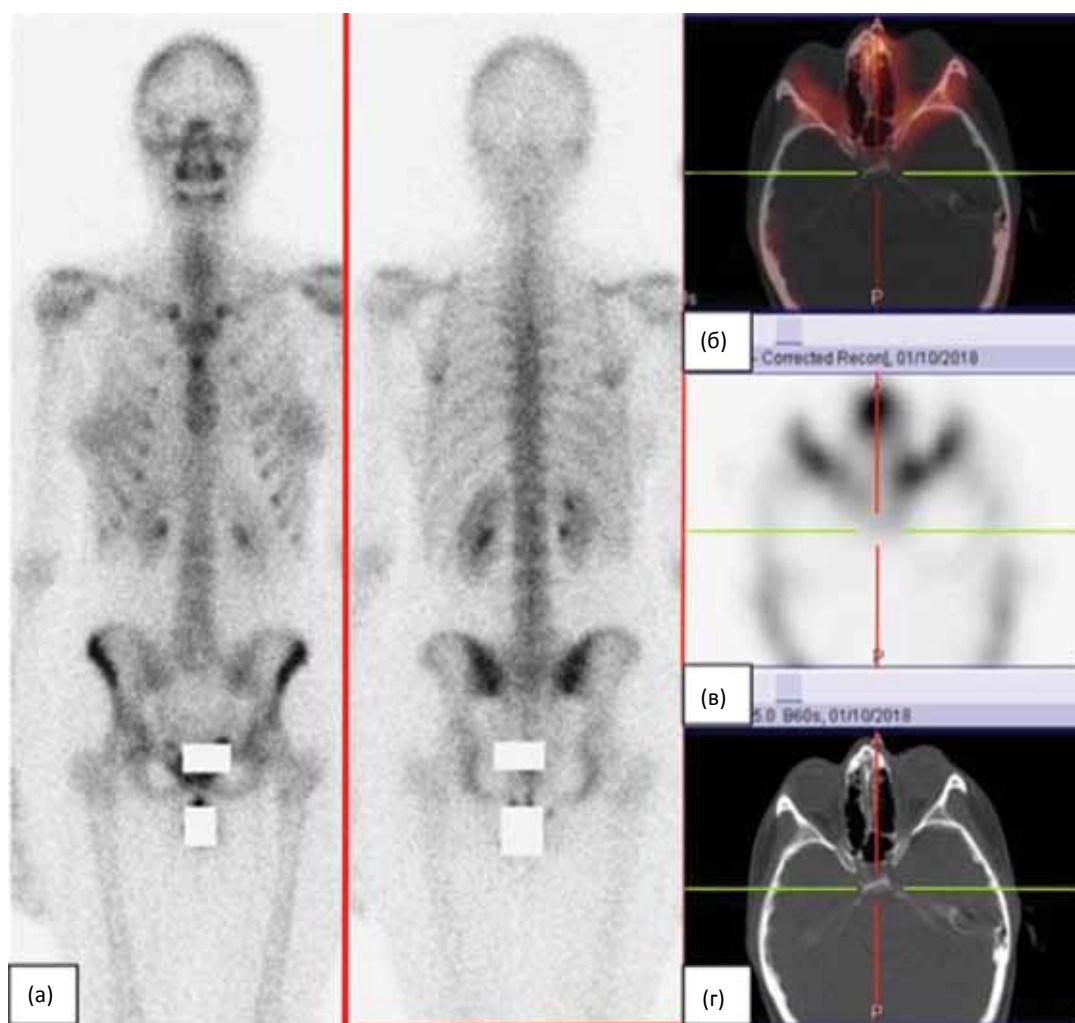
Остеосцинтиграммы (а) и ОФЭКТ/КТ головы. Аксиальные срезы в режиме ОФЭКТ/КТ (б), ОФЭКТ (в), КТ (г). Очаговой патологии не выявлено
